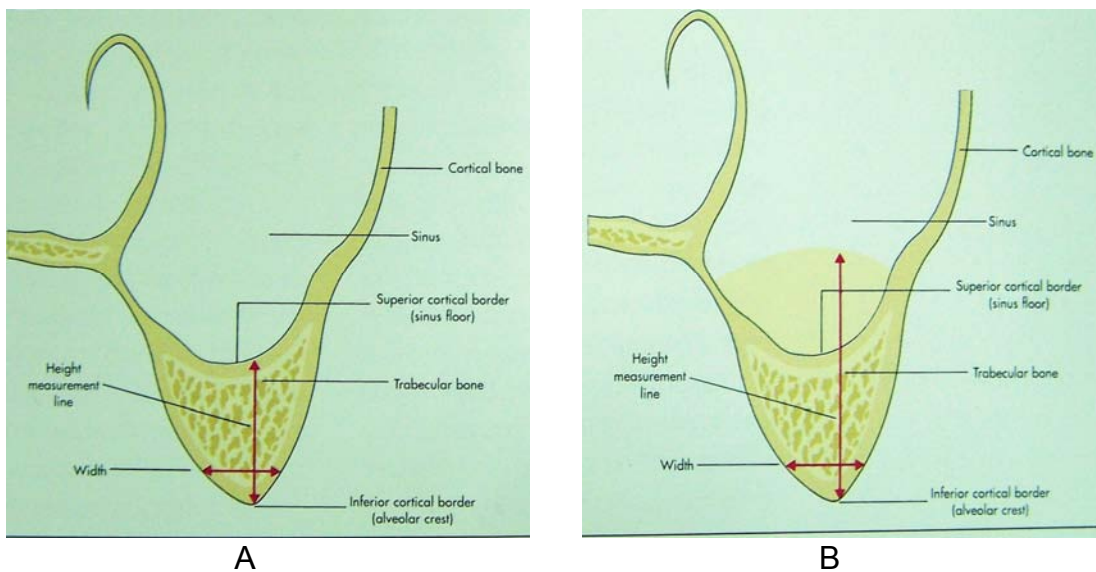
Corte transversal del sitio tratado: (A) TC prequirúrgica y (B) postquirúrgica (16 semanas después).⁷¹
